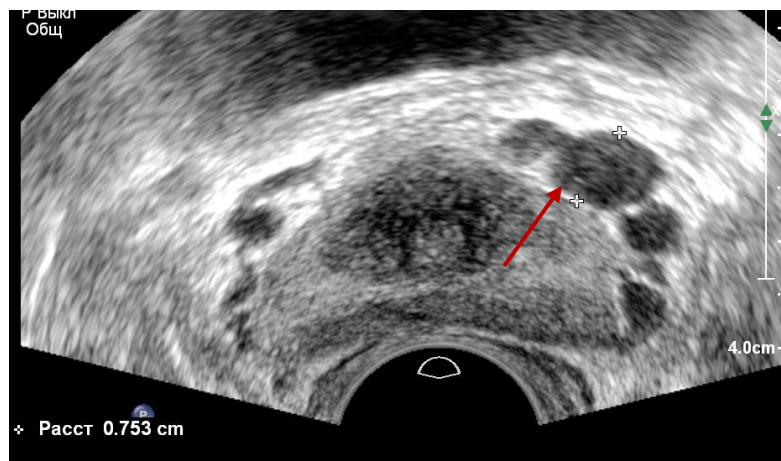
Эхограмма трансректального УЗИ. В-режим. Расширенные до 7,5 мм вены парапростатического сплетения слева (поперечное сечение) (стрелка)
